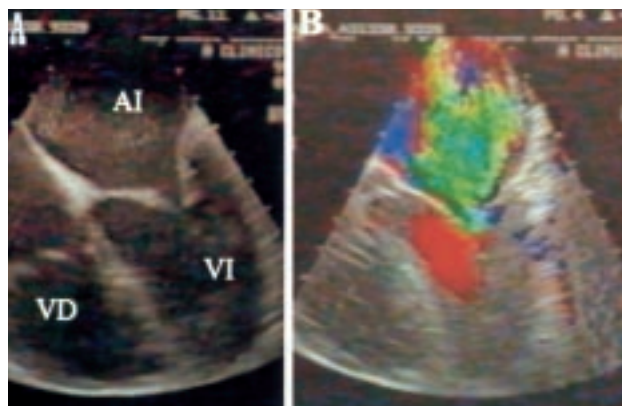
Ecocardiograma transefágico intraoperatorio. A: se observa un engrosamiento de la valva anterior mitral y un acortamiento de las cuerdas de la valva posterior. B: aplicando el Doppler color se aprecia una malcoaptación mitral con regurgitación central severa. AI: aurícula izquierda; VD: ventrículo derecho; VI: ventrículo izquierdo.
